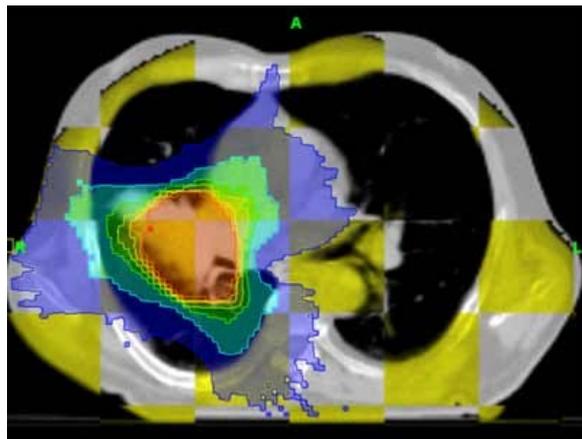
la tomoterapia: apparecchiatura di radioterapia con possibilità di erogare fasci modulati di intensità con modalità elicoidale. Consente inoltre di effettuare immagini TC in 3 proiezioni in posizione di trattamento, per il controllo del paziente durante le singole sedute. Riprodotta con permesso da [www.tomoterapia.it](http://www.tomoterapia.it).*
